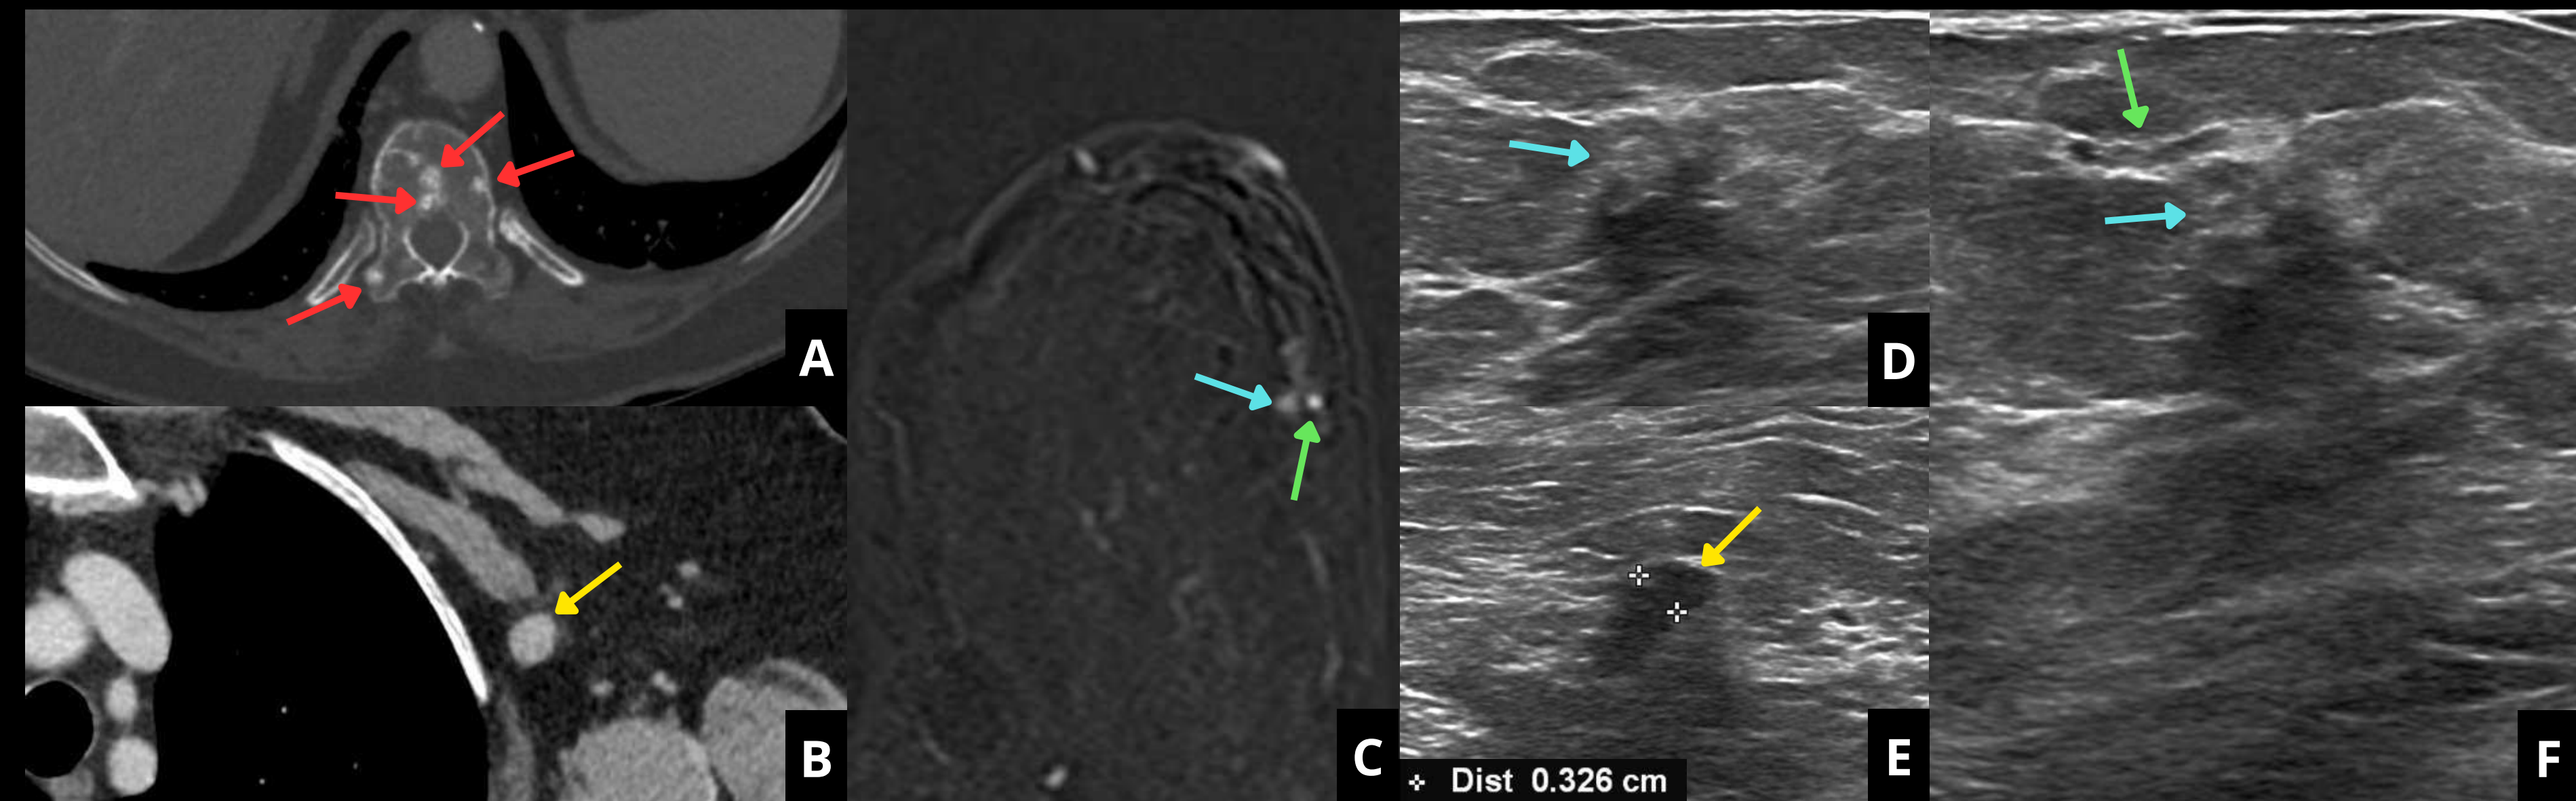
Paciente con cáncer de mama oculto. Imágenes de TC, RM con contraste y ecografía de reevaluación. Paciente con metástasis óseas blásticas (flechas rojas) sin neoplasia primaria conocida, que además presenta un nódulo sospechoso en la axila izquierda (flecha amarilla). En la RM con contraste se evidencia un pequeño nódulo realzante (flecha azul) adyacente a una arteria (flecha verde). En la ecografía se evidencia esa pequeña arteria, y junto a ella, cambios mínimos de la ecoestructura, así como el pequeño ganglio axilar..
